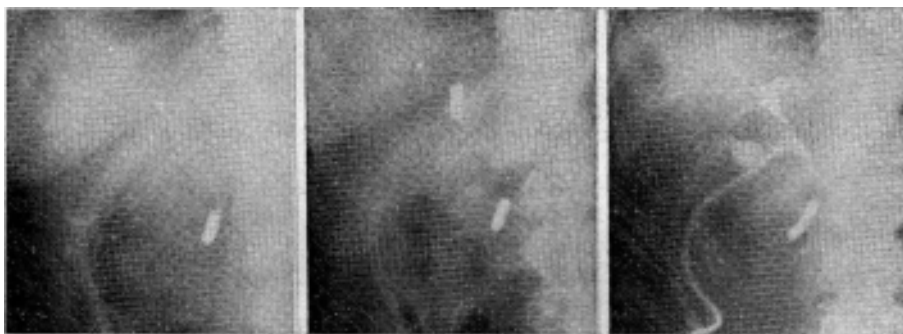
Para mostrar cómo los balones esféricos son tan elásticos que, frente a la resistencia del canal biliar, se distienden en sentido longitudinal, lo que prueba su inocuidad. Obsérvese en la tercera radiografía como el balón se ha distendido casi el doble en relación con la primera radiografía sin aumentar el diámetro transversal.
